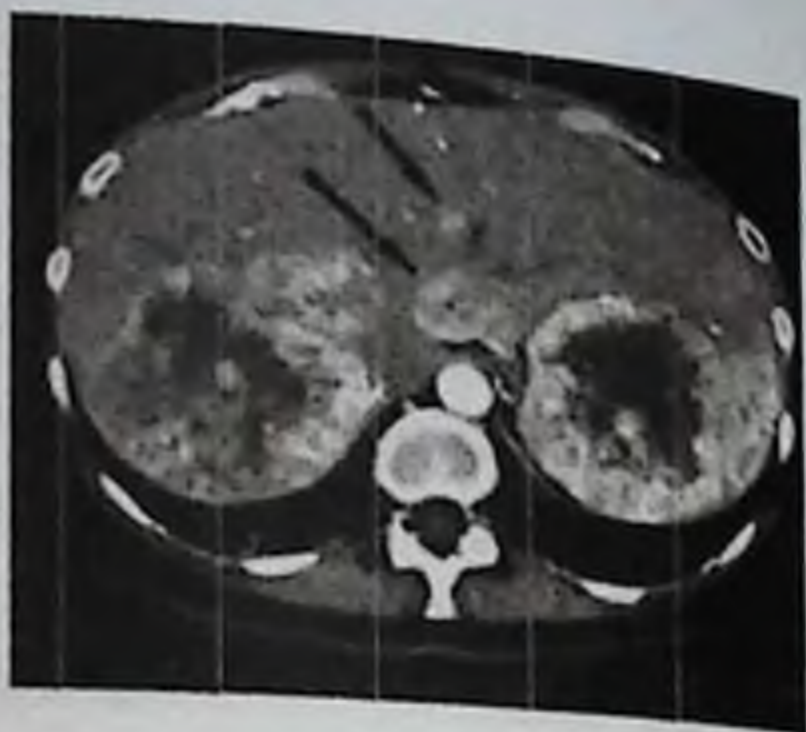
КТ. Альвеококкоз печени.
